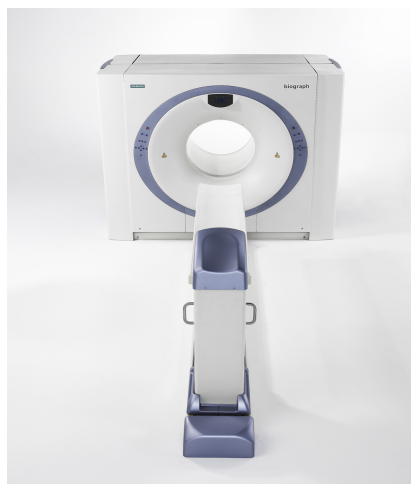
Biograph Positron Emission Tomography (PET).
